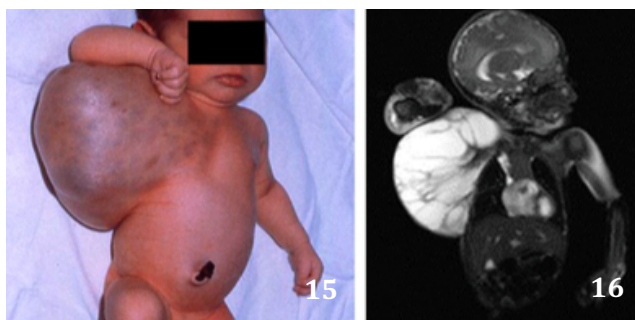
Malformación mixta compleja con predominio linfático en región torácica. Fig 16. Correlación radiológica por imagen por resonancia magnética.
